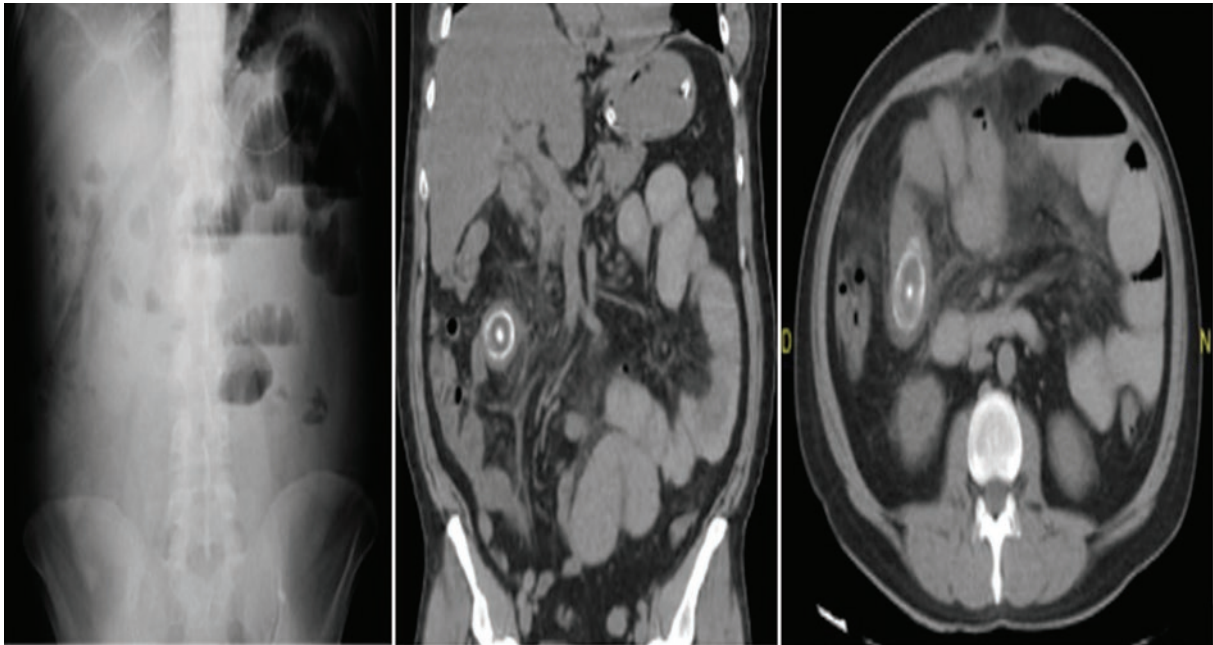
Radiografía de abdomen con presencia de datos de oclusión intestinal y tomografía computarizada abdominal con imagen sugestiva de lito biliar en el intestino delgado.
